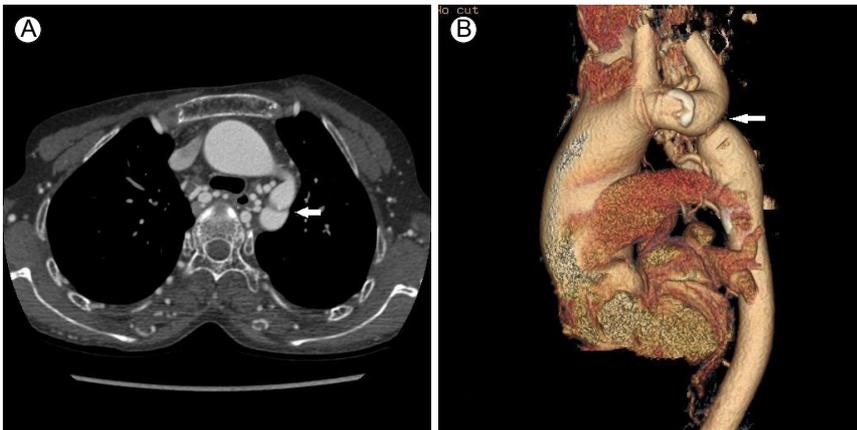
(A) Computed tomography (CT) angiography showing severe constriction of the descending aorta (arrow). (B) Three-dimensional CT aortography showing the location of the coarctation segment (arrow).
